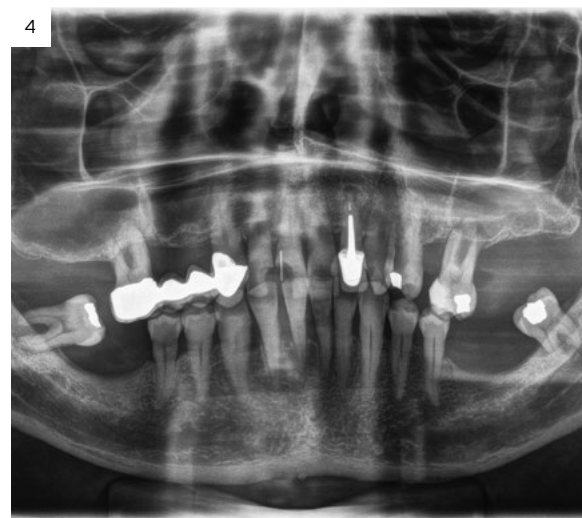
Imagen inicial del paciente que acude a la consulta con dolor en el primer cuadrante. En la radiografía observamos el fracaso del puente sobre diente con una pérdida ósea horizontal evidente.
